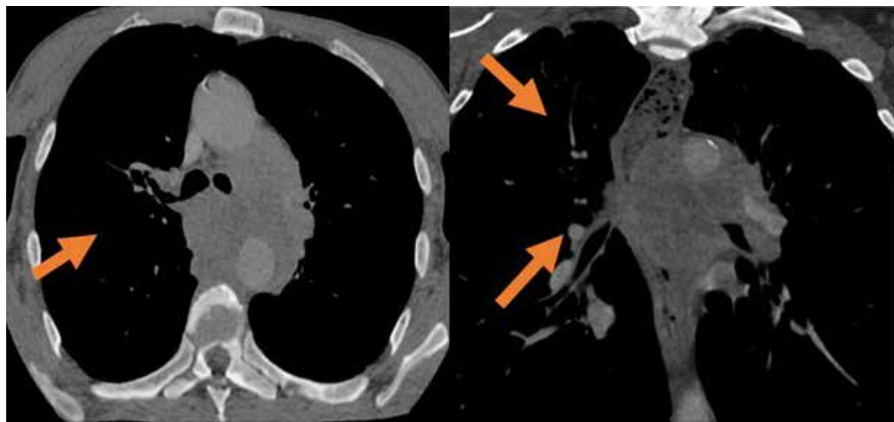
КТ ОГК от 19.12.2022.
